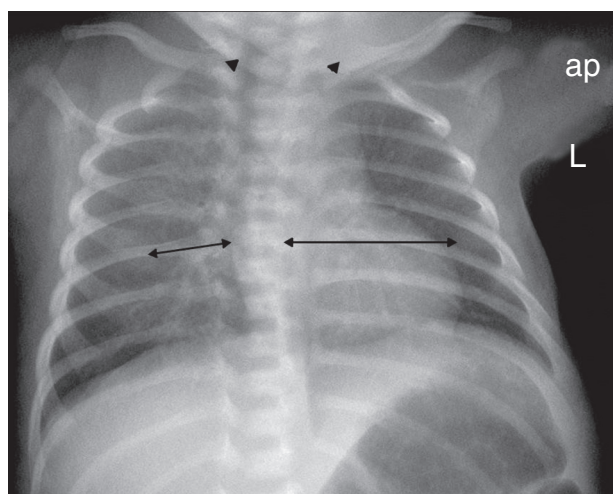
Radiografía de tórax anteroposterior rotada hacia la izquierda. Se aprecia una distancia asimétrica entre el arco costal anterior y la columna (dobles flechas) y asimetría del borde medial de las clavículas (puntas de flecha). El pulmón izquierdo presenta más radiotransparencia y las costillas del lado derecho tienen mayor longitud.
